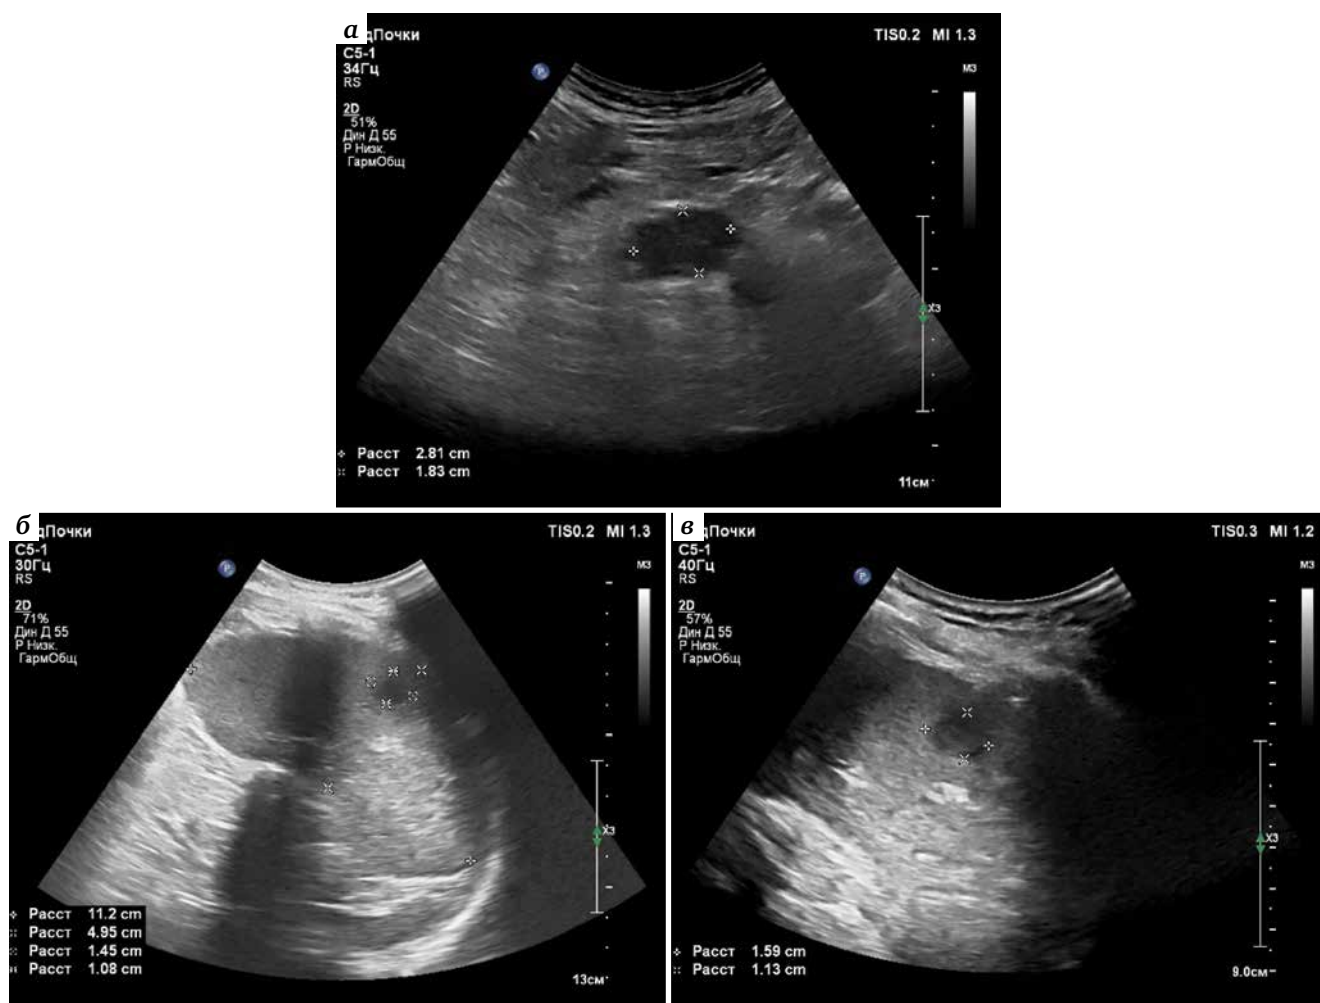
Ultrasound tomograms: а – retroperitoneal conglomerate of lymph nodes along the aorta (L<sub>3</sub> level) of total size 4.2 cm; б, в – lesion in the spleen 2.3 × 2.0 cm
